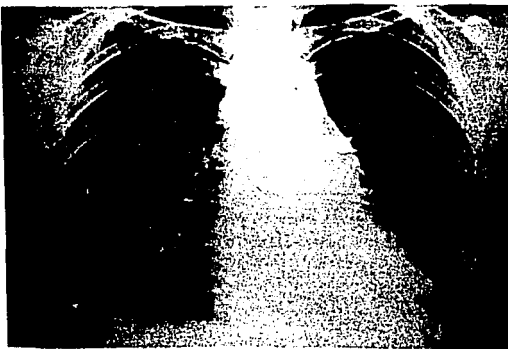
Radiografía P-A de tórax. Borramiento del seno costo frénico izquierdo. Cardiomegalia I.
